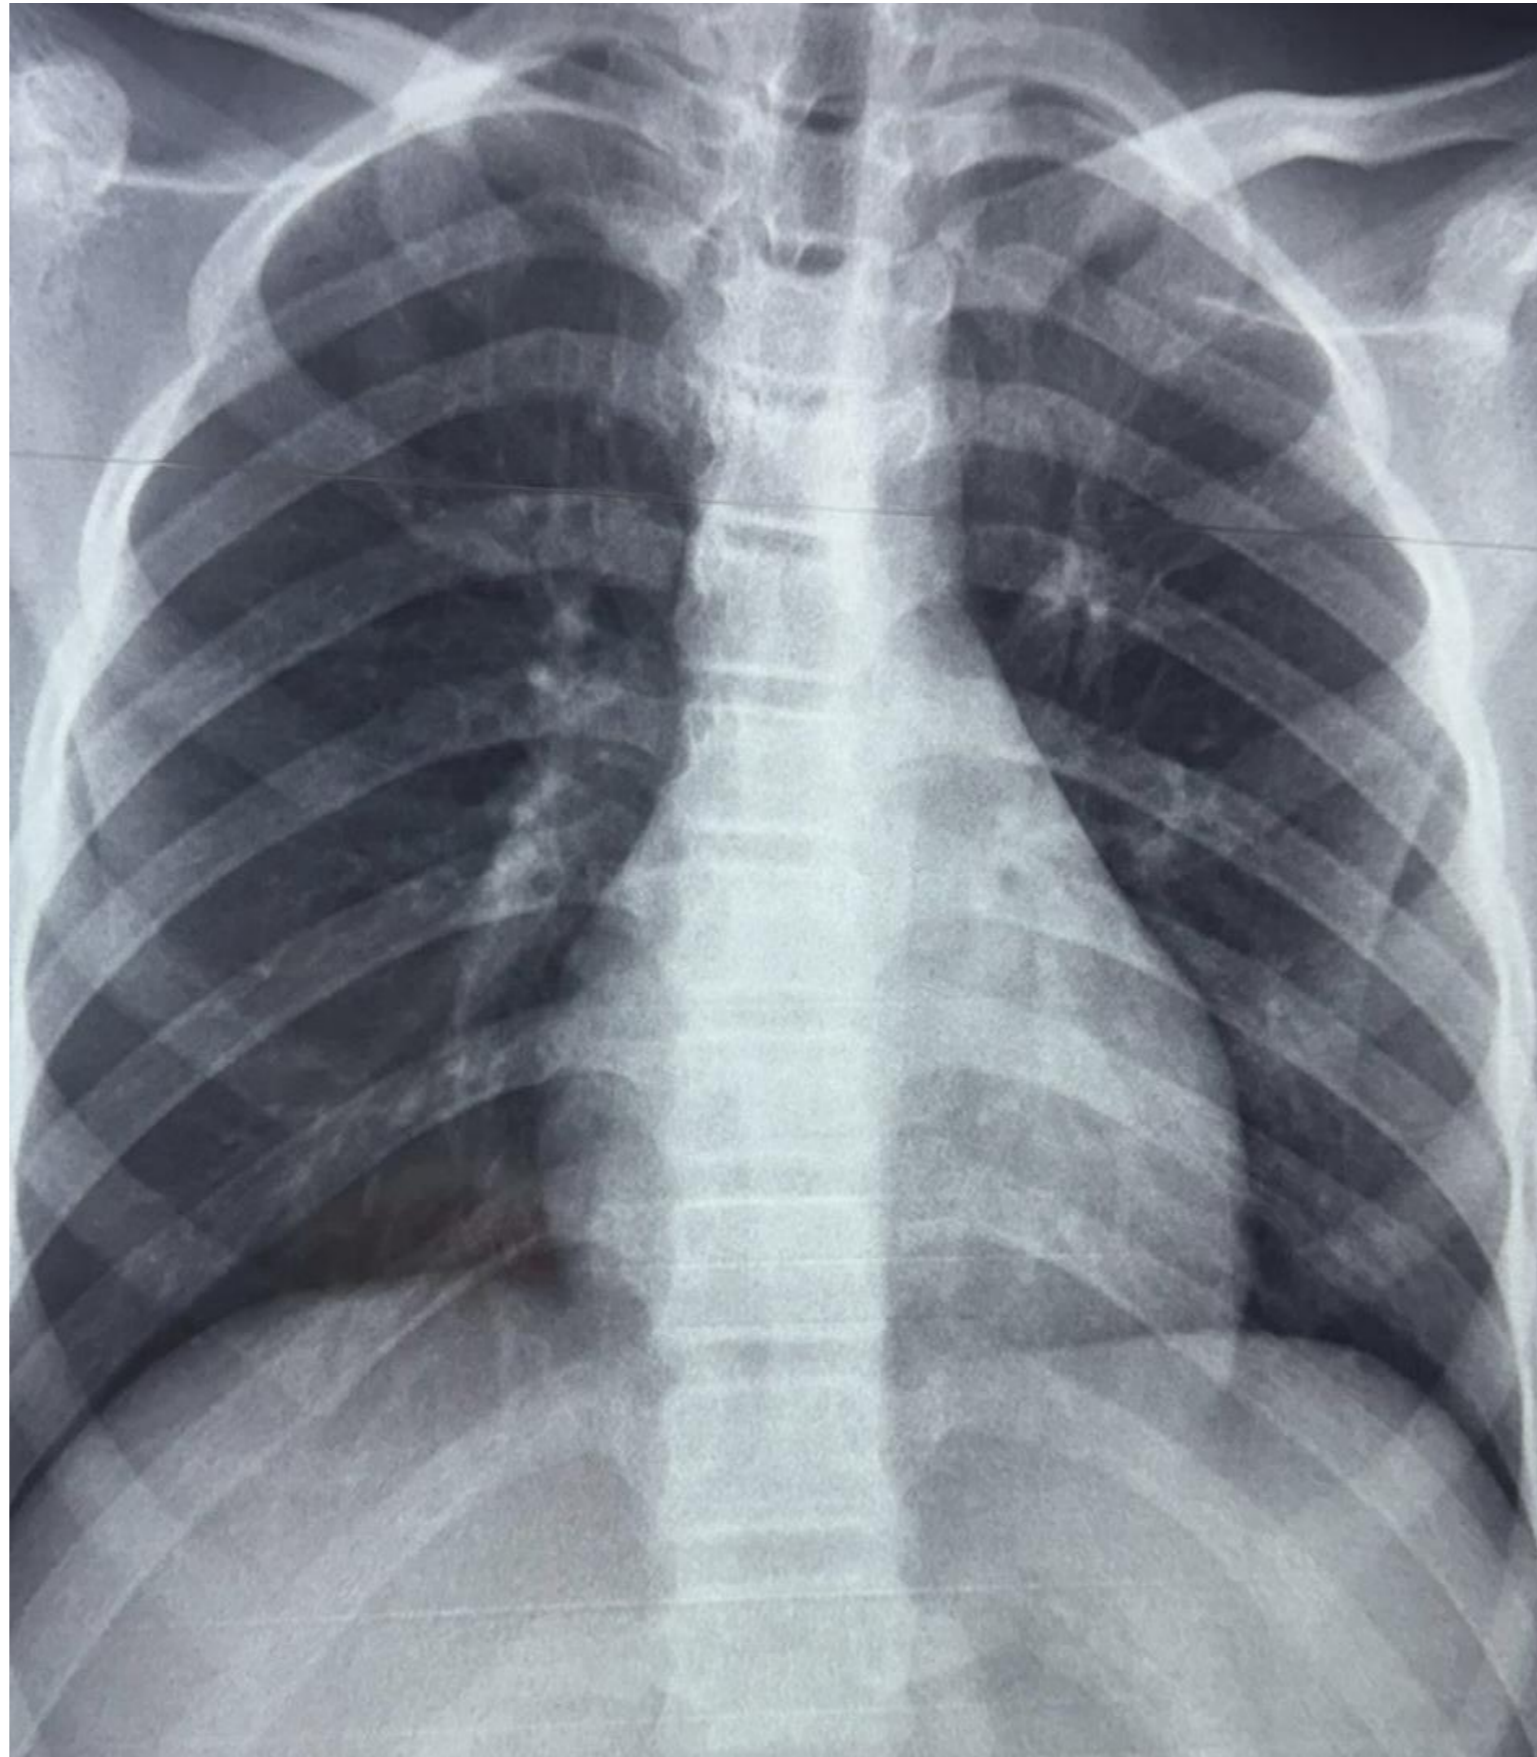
Radiographie thoracique de face
